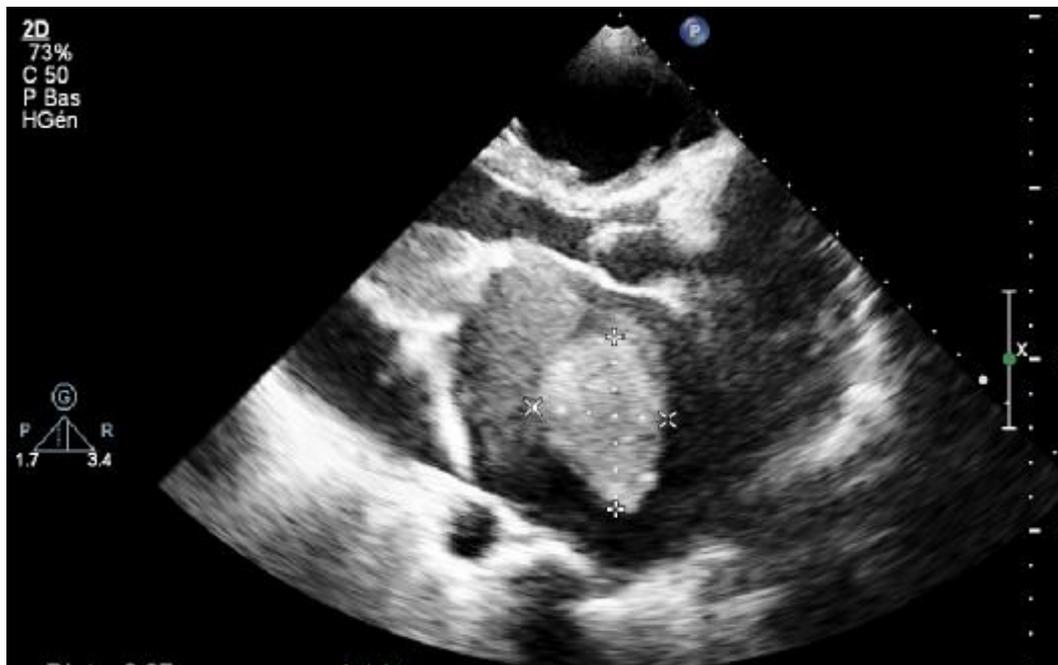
Incidence parasternale grand axe montrant un volumineux thrombus intra-auriculaire gauche
